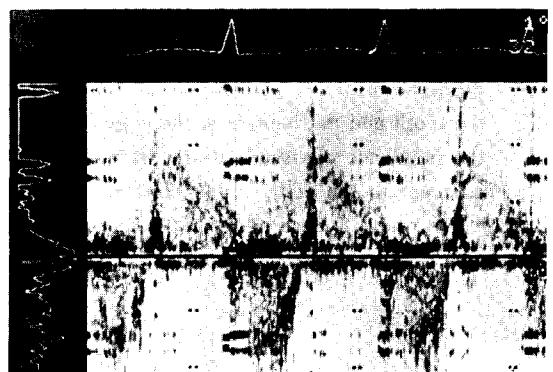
출전 Doppler 심초음파: 승모판막부위에서 역류성 혈류가 관찰된다.
